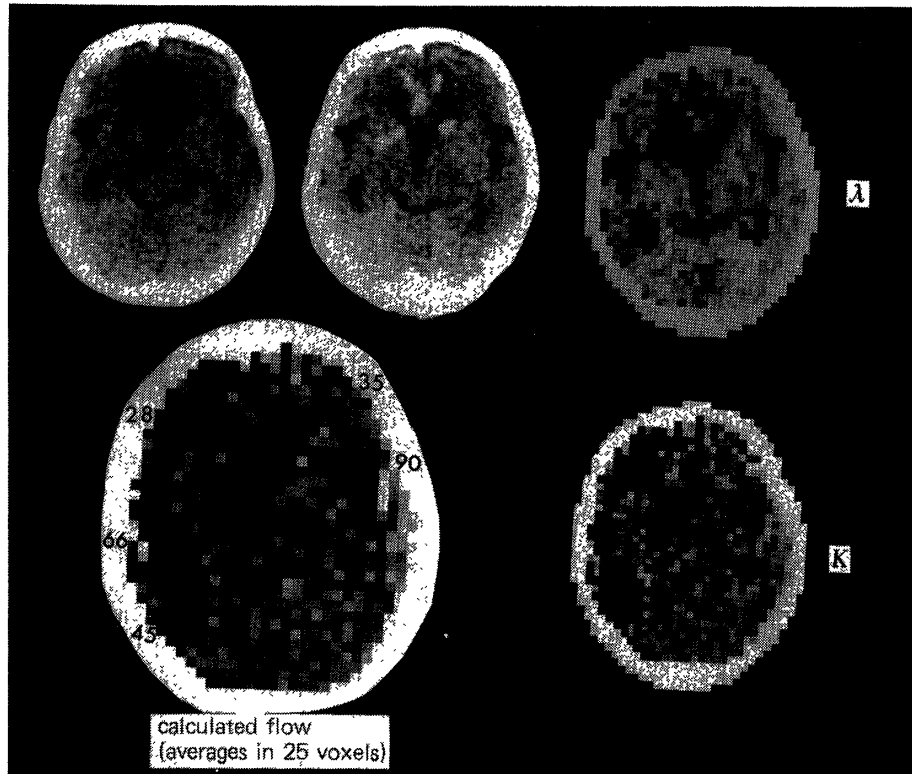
Xe-enhanced CT スキャンによる脳血流量の測定
